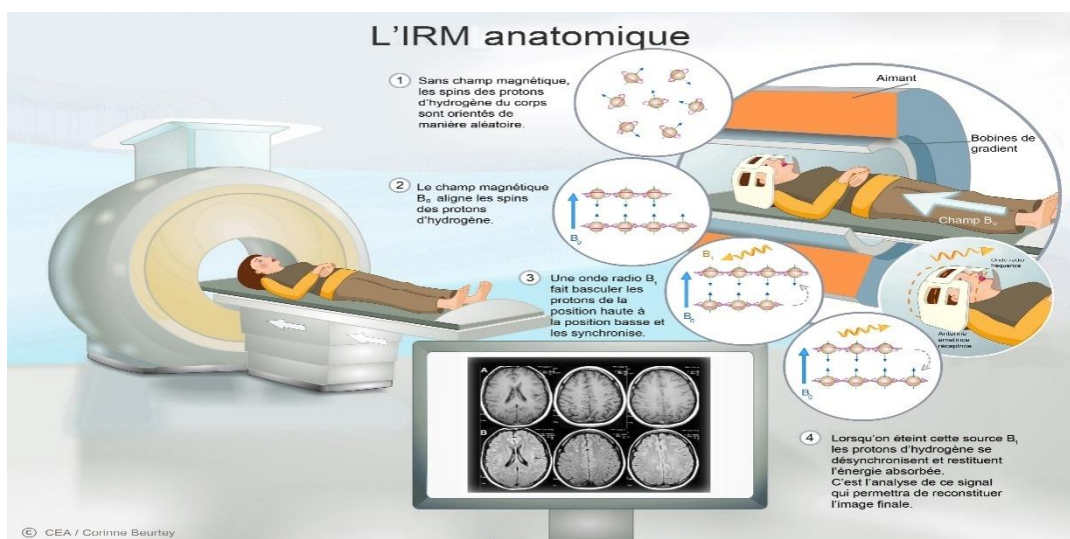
L'IRM Anatomique.
